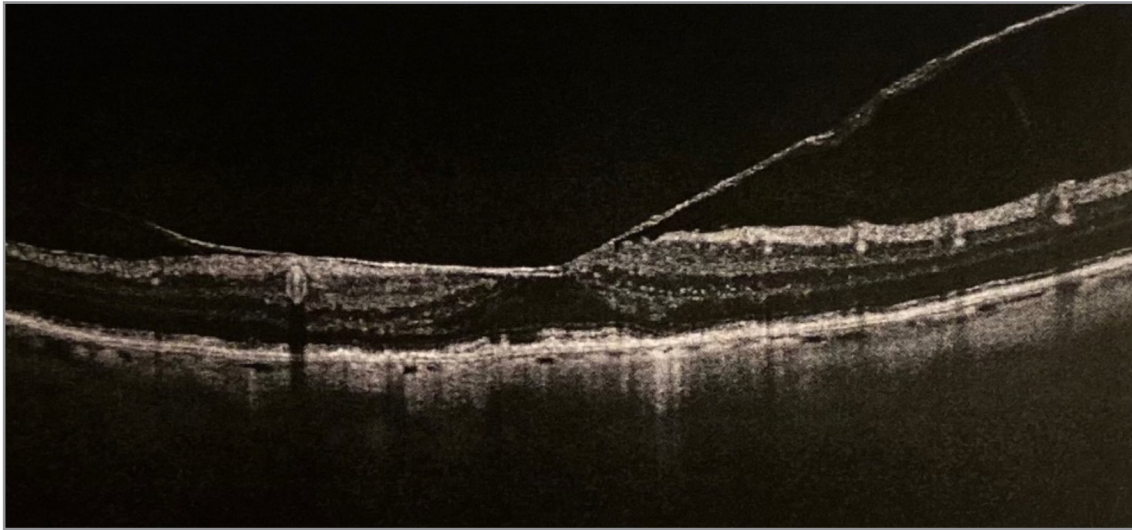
Sindrome da Trazione Vitreo-Maculare rilevata alla Tomografia Ottica Computerizzata (OCT)
